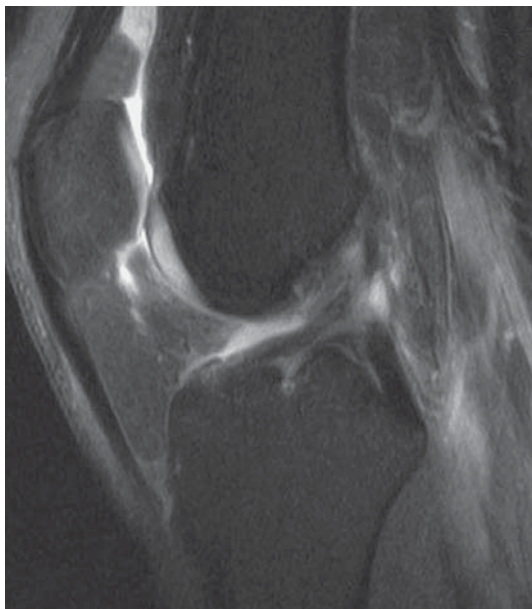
МР-томограмма коленного сустава в сагиттальной проекции (PDFS). Определяется разрыв ПКС без деформации фрагментов.
